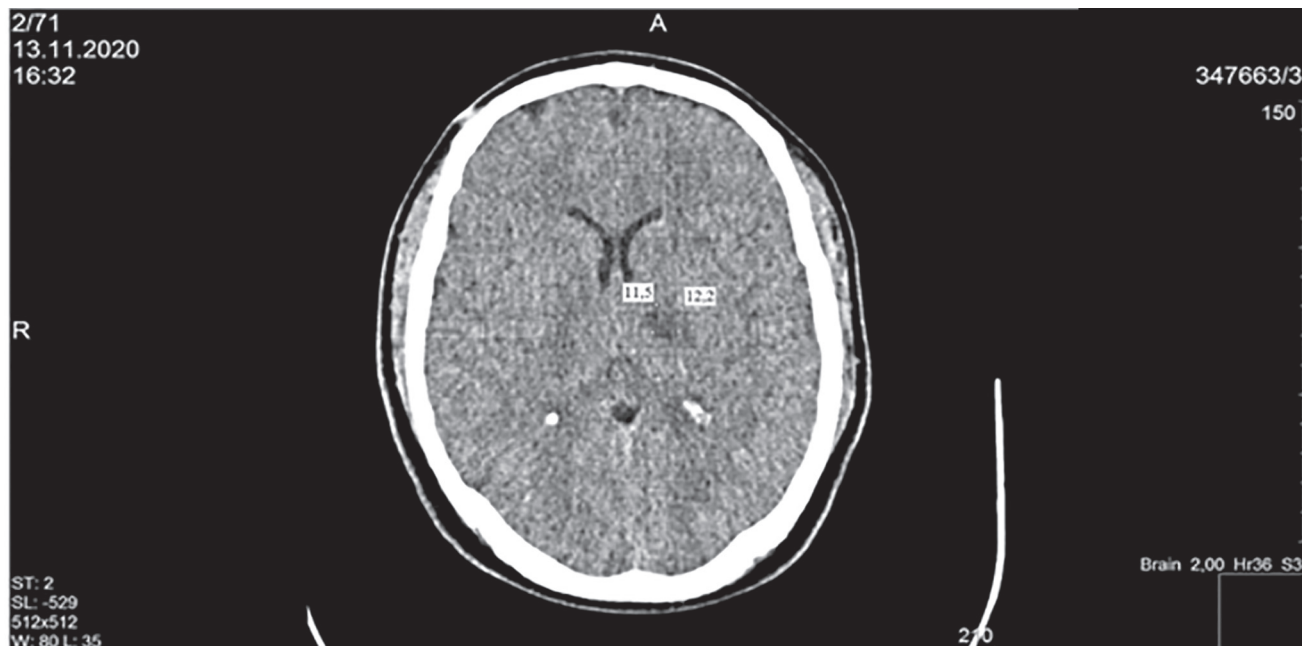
КТ головного мозга пациента в динамике (через 1 сут): в области базальных ядер слева появился очаг пониженной плотности размером 11,5×12,2 мм
